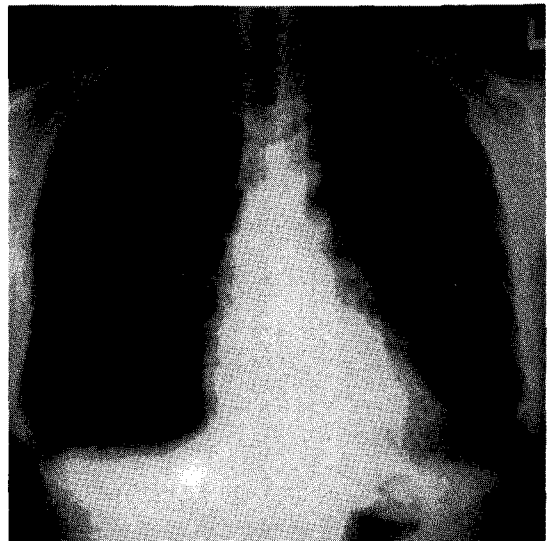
Posteroanterior radiograph of the chest shows reticular, cystic, and fine nodular abnormalities on both upper and lower lung fields, also shows spontaneous left side pneumomediastinum.
